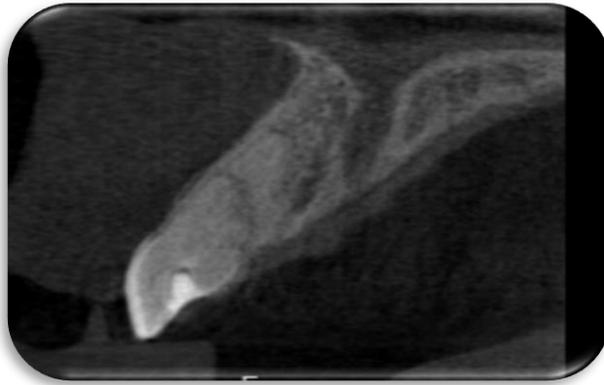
Radiografía 24 meses
